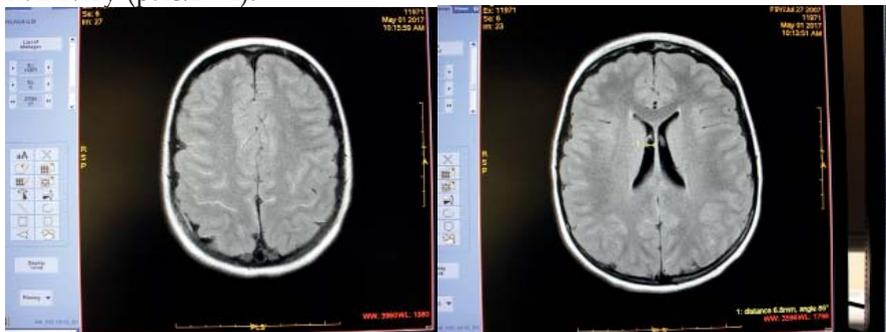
Данные МРТ головного мозга ребенка К.У., 9 лет от 1.05.17 г.
